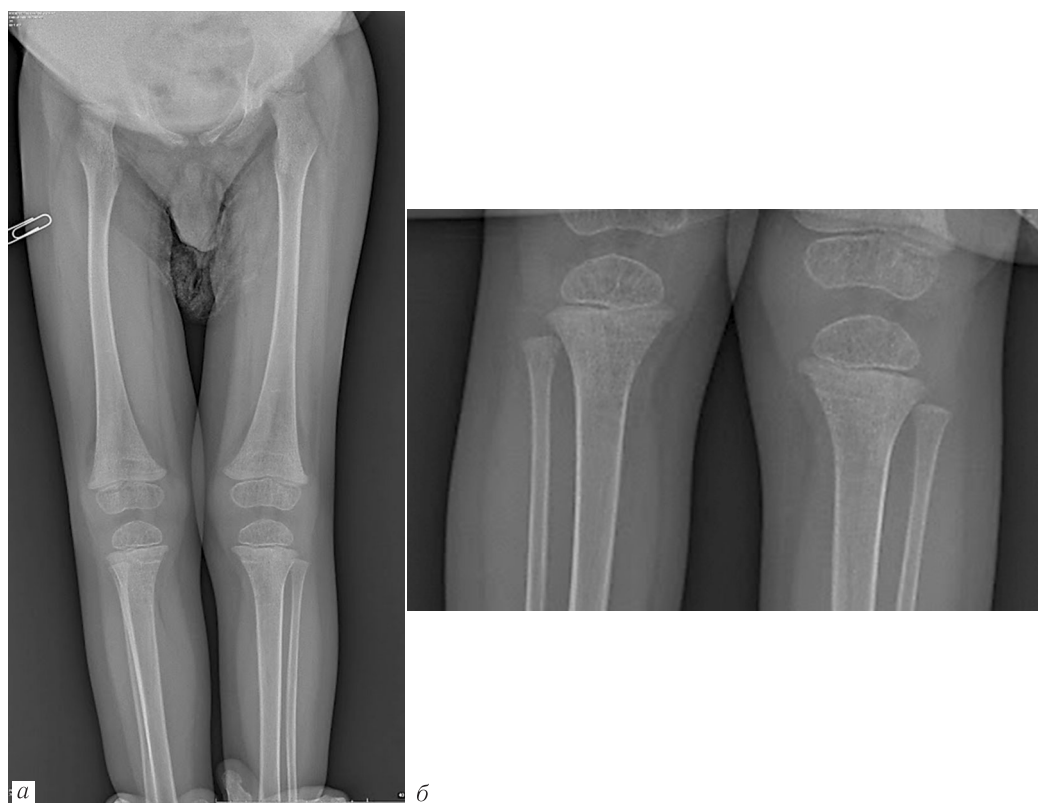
Рентгенограммы нижних конечностей в прямой проекции ребенка 2,5 года (а, б). Отмечается нарушение минерализации костной ткани эпифизов и метафизов. Метаэпифизарные зоны расширены и разрыхлены. В эпифизах формируется кистовидная дегенерация. В проксимальных метафизах большеберцовых костей отмечается поперечная исчерченность. При оценке тазобедренных суставов: шейки бедренных костей широкие, с обеих сторон увеличен шейечно-диафизарный угол (*coxa valga*). Нарушена целостность шейки правого бедра (патологический перелом)
